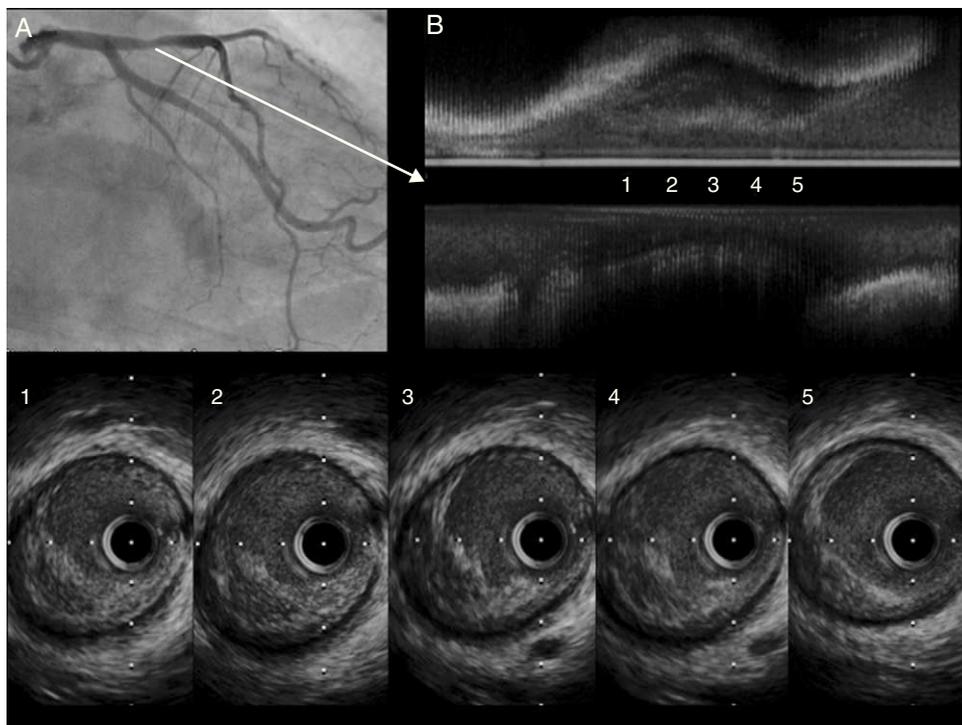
Paciente 3. A: coronariografía izquierda basal. B: en el estudio por ecocardiografía intracoronaria, se muestra placa compleja ulcerada con restos de la cápsula fibrosa y trombo.
